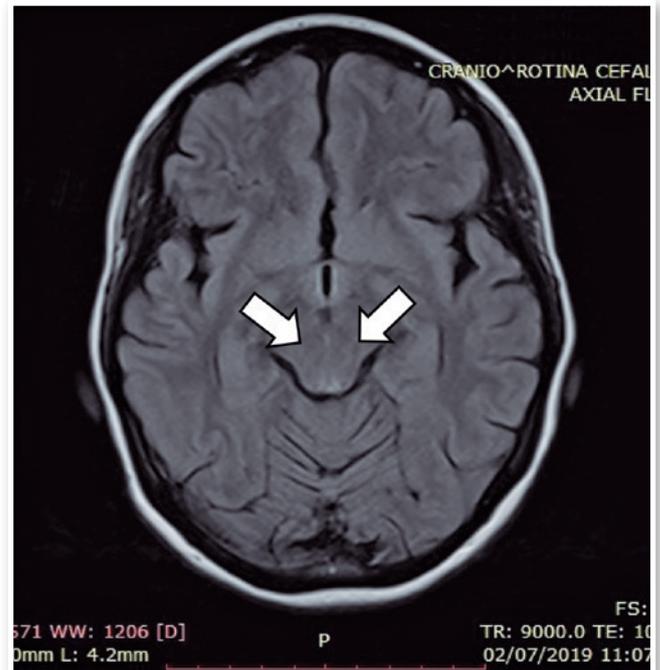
Ressonância magnética de crânio FLAIR em corte axial demonstrando hipersinal de corpos mamilares (setas).
